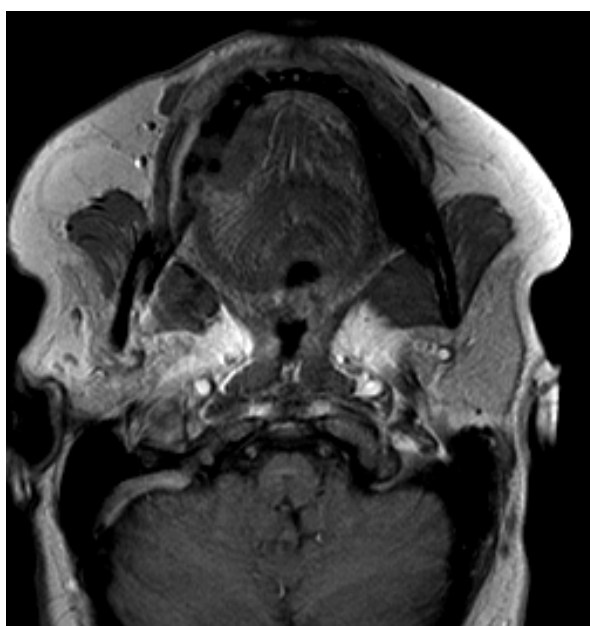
Магнитно-резонансная томография с внутривенным контрастированием (T1, аксиальная плоскость). Опухоль свободной части языка. Исследование перед началом специализированного лечения.
